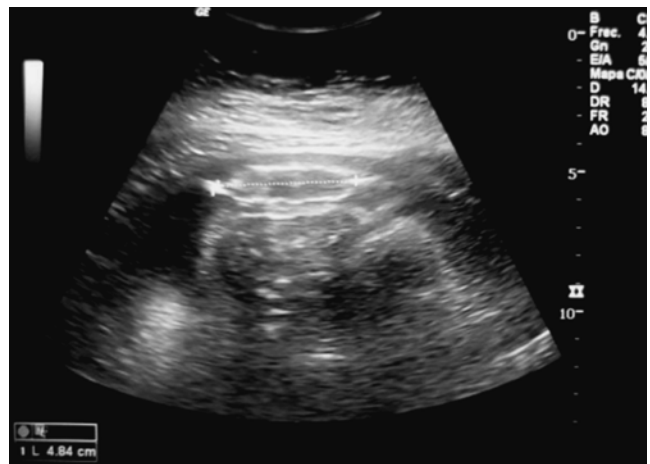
Feto papiráceo 48 mm de longitud por ecografía.
